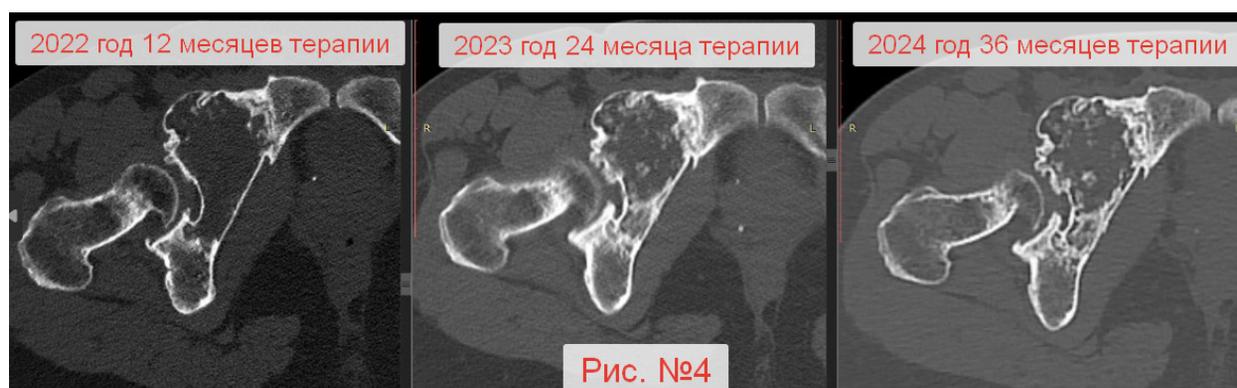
Снимки КТ, отражающие динамику на фоне лечения деносумабом
